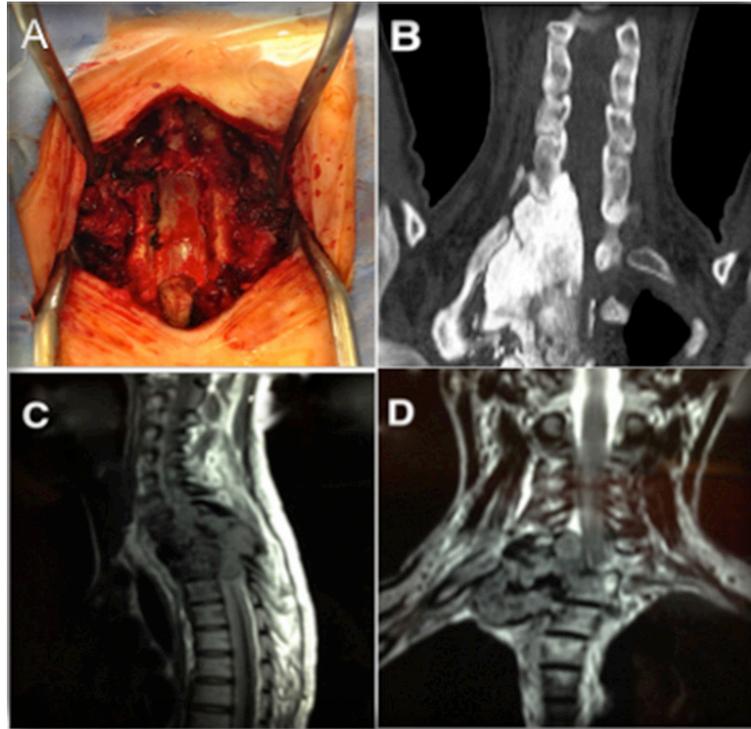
Hallazgos de imagen de la paciente A. Imagen transquirúrgica, se observa una descompresión medular amplia realizada en esta paciente abarcando los niveles comprometidos. B. Tomografía cervico-dorsal. Se observa lesión hiperdensa, con deformidad de las estructuras óseas en la región lateral derecha con diferentes grados de esclerosis. C.D. RM en secuencia T1 y T2. Se observa cambios en la intensidad del hueso, que deforman la columna vertebral con invasión al conducto medular.
